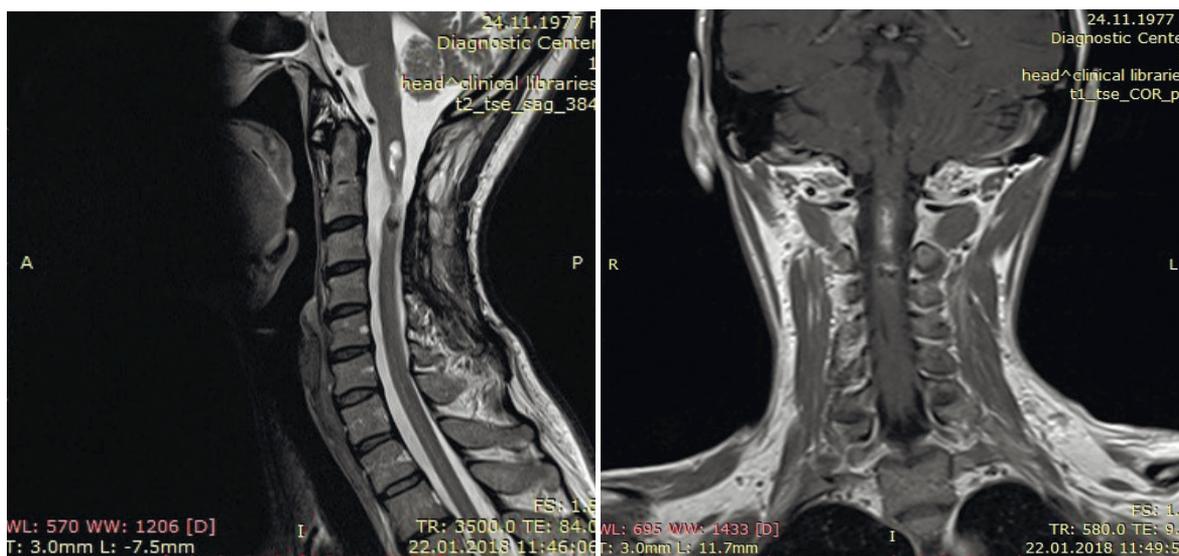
(а, б) – МРТ-контроль через 48 месяцев после удаления опухоли
